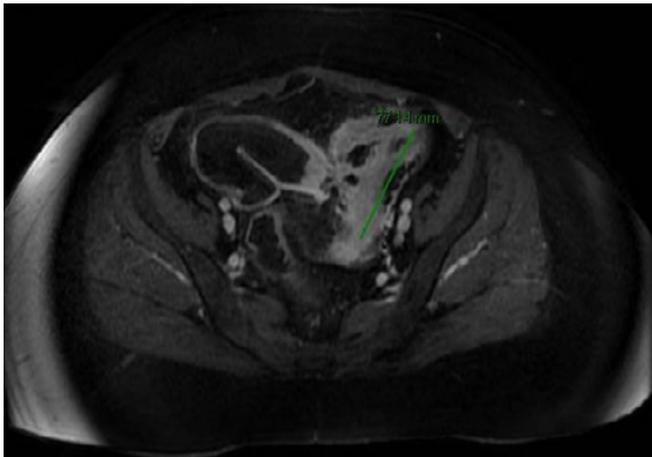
Imagen axial de TC: Fístula y absceso a nivel de anastomosis ileosigmoidea.
